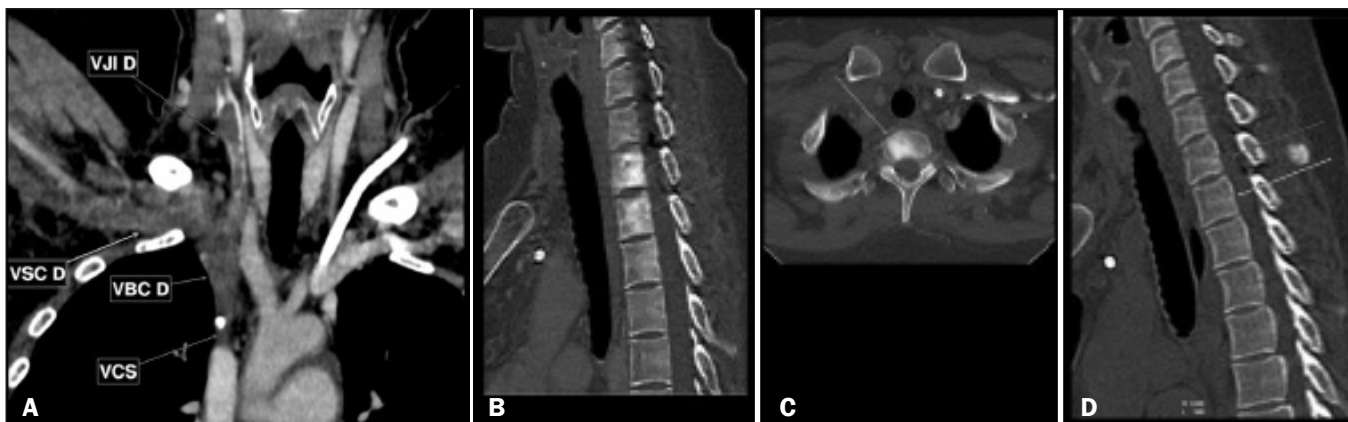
Paciente do sexo feminino, 34 anos de idade, com nutrição parenteral periférica por enterectomia maciça decorrente de isquemia mesentérica há três anos, evoluindo com dor de leve intensidade no pescoço e região supraclavicular à direita. A: Angiotomografia mostrando trombose da veia cava superior (VCS). B,C: Nas imagens que incluem a coluna torácica notam-se hiperdensidades dos corpos vertebrais no segmento torácico superior. D: No estudo de controle sem contraste intravenoso tais hiperdensidades não são identificadas. VJI D, veia jugular interna direita; VBC D, veia braquiocéfálica direita; VSC D, veia subclávia direita.
